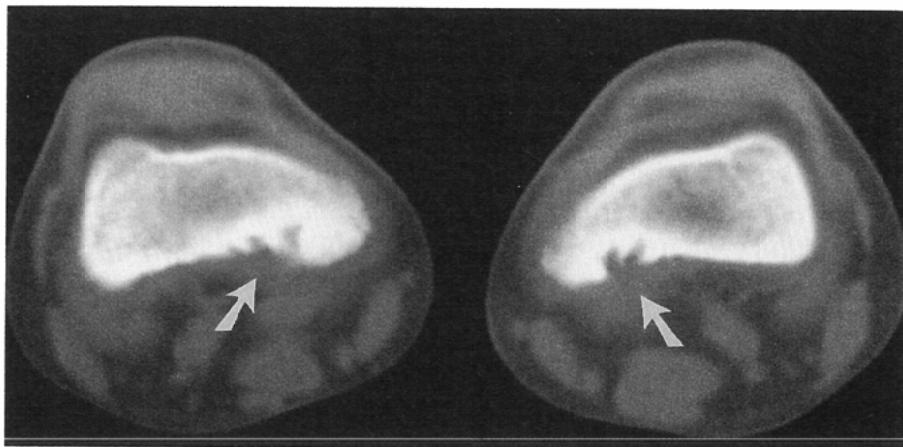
CT scan of the same patient shows bilateral irregular focal cortical lysis and surrounding sclerosis at the sites of the gastrocnemius muscle attachment (arrows).
